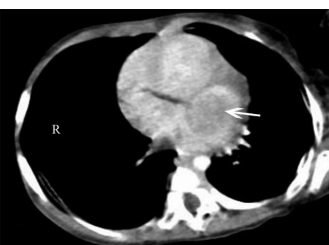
上腹部增强 CT 示肿瘤与心脏紧密相连(箭头示)
